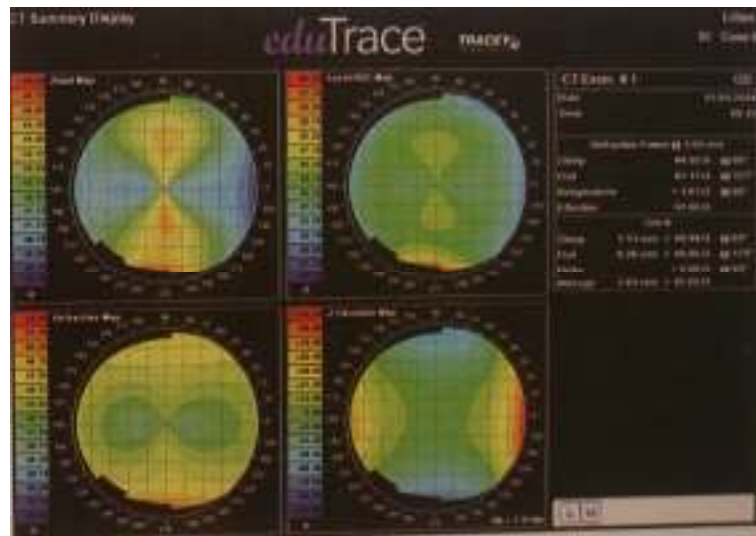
Düzeltilmiş kornea topografisi görünümü.
